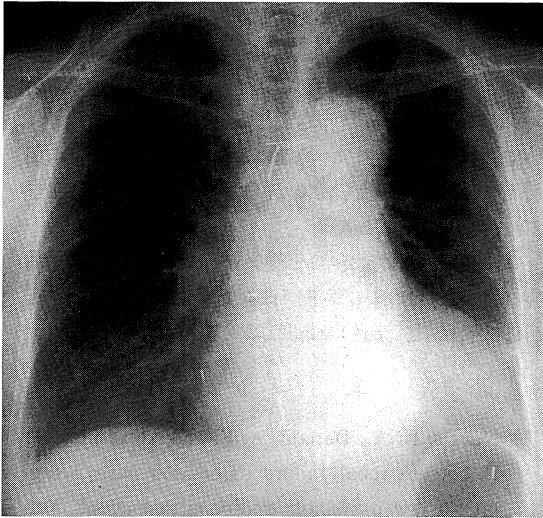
X-ray examination of lung after coronary angiography.
